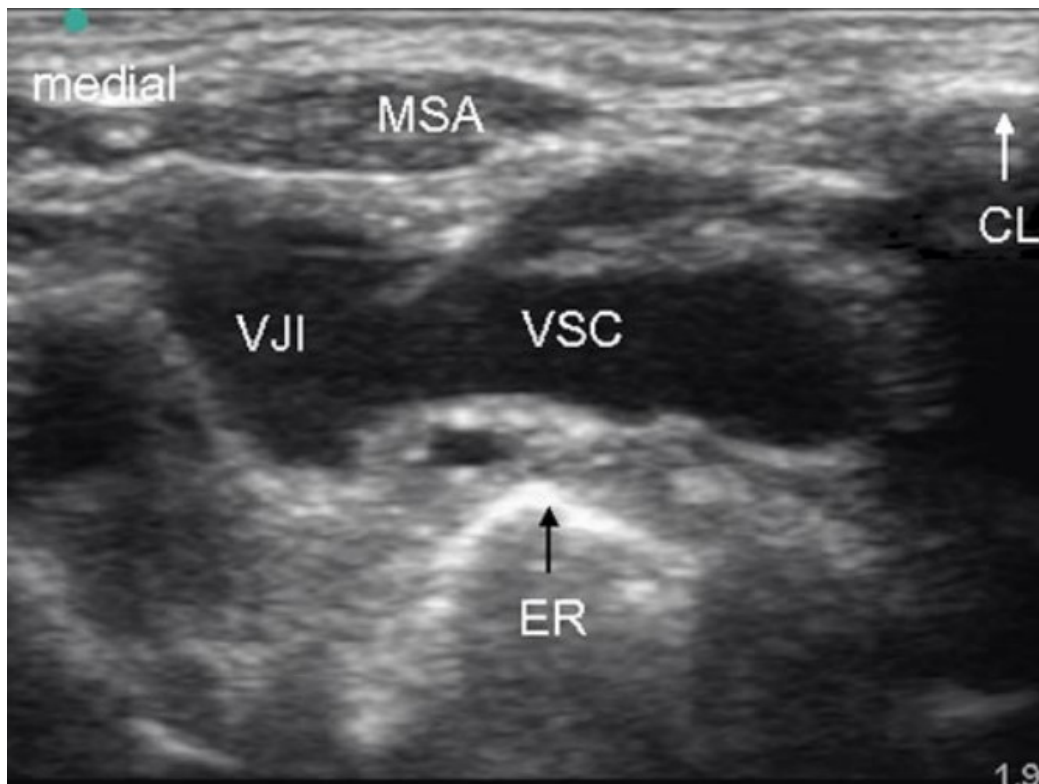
Sonografische Längsdarstellung der gesamten Vena subclavia. Musculus scalenus anterior (MSA), Vena jugularis interna (VJI), Vena subclavia (VSC), Clavicula (CL), erste Rippe (ER) (Breschan et al. Anaesthetist. September 2009;58(9):897–904.)
